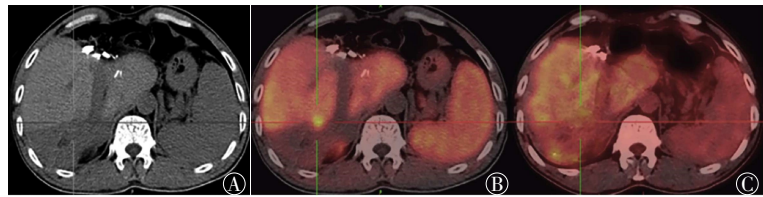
中分化肝细胞肝癌患者的 ^{11}C -乙酸盐及 ^{18}F -FDG PET/CT显像图 患者男性,51岁,肝右后叶切除术后半,AFP进行性增高。图中,A:CT横断位显示术区片状低密度影(十字线所示);B: ^{11}C -乙酸盐PET/CT融合图横断位显示切缘局限性浓聚灶(十字线所示);C: ^{18}F -FDG PET/CT融合图横断位显示切缘相同位置无明显异常放射性摄取(十字线所示)。FDG:氟脱氧葡萄糖;PET/CT:正电子发射断层显像计算机断层摄影术;AFP:甲胎蛋白。
